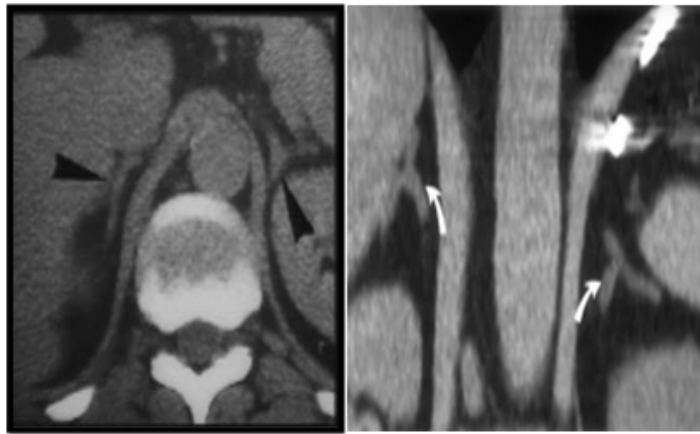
Coupe axiale TDM des surrénales : la glande à la forme d'un dièdre en forme de Y inversé à gauche et d' Y inversé à droite, le bras latérale de la surrénale droite n'est pas dissociable du foie Images pièges en TDM
